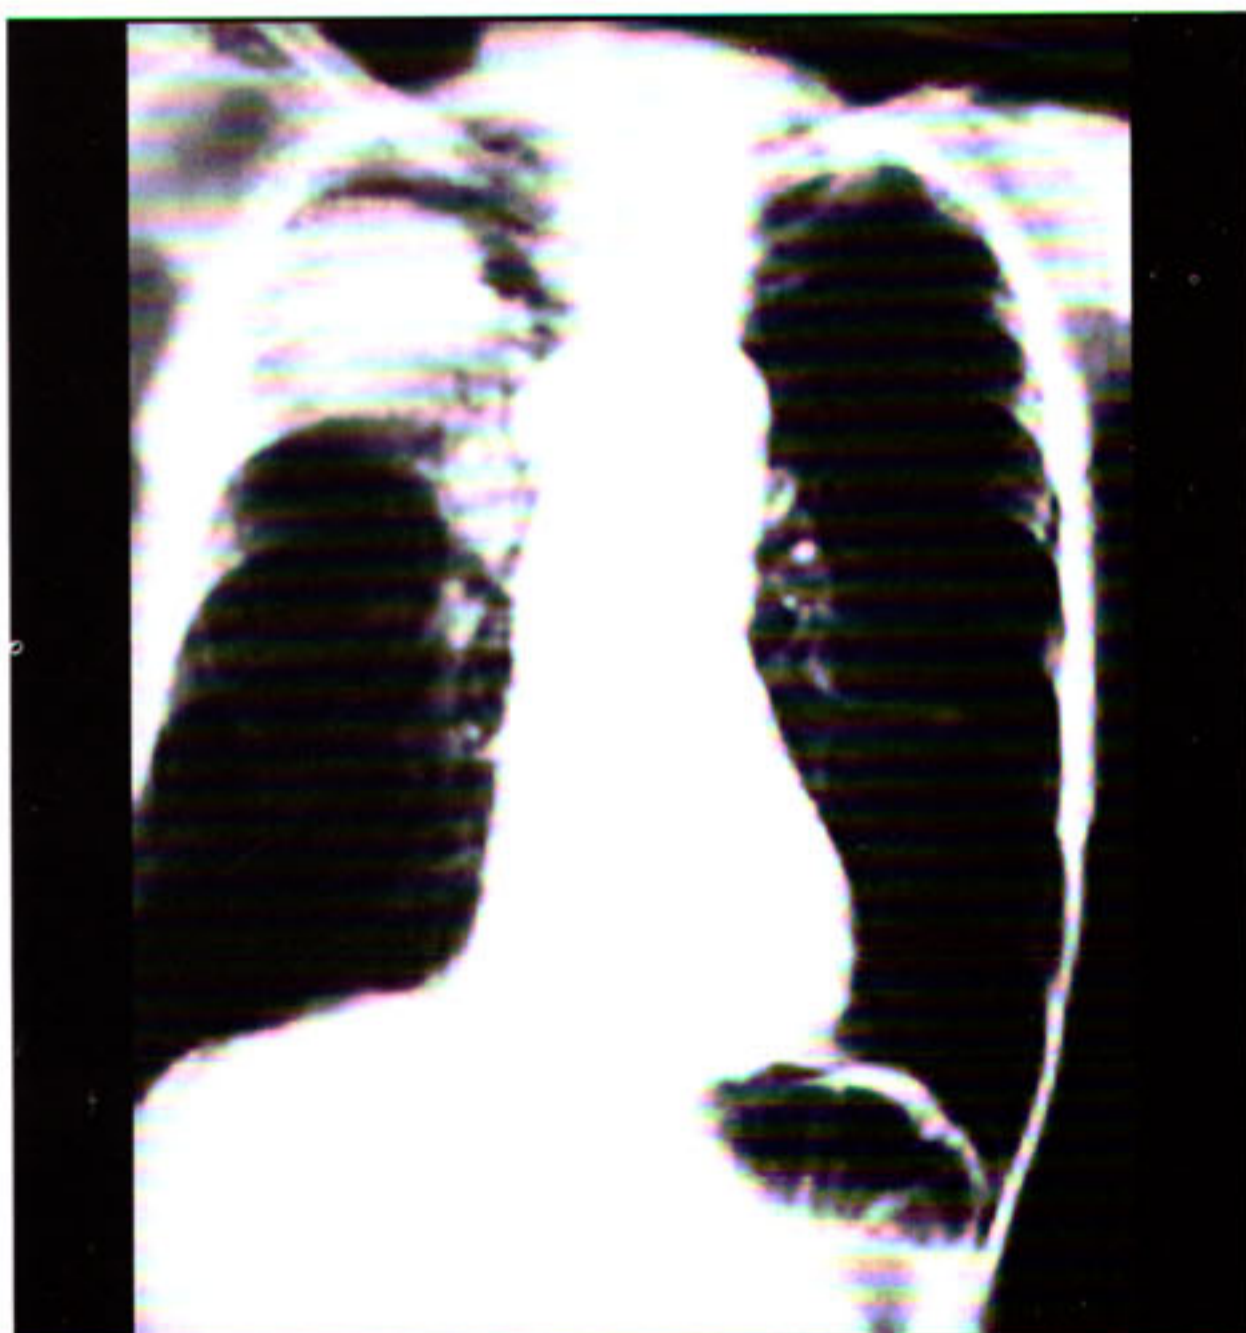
Tumor de pulmão. Radiografia do tórax em PA de um paciente de 72 anos, fumante, demonstrando sinais de hiperinflação e massa no lobo superior direito.
